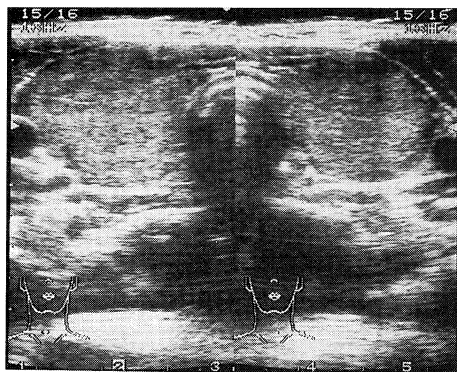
Thyroid ultrasonography (Case 2)
